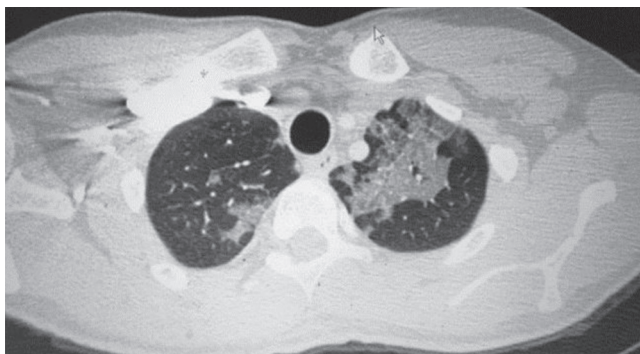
Двухсторонняя эозинофильная пневмония на компьютерной томографии [19]
